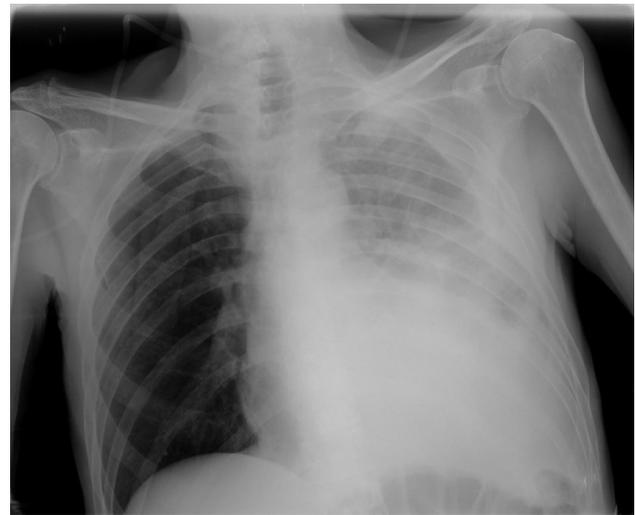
Moderado derrame pleural izquierdo asociado a componente atelectásico. Pequeña consolidación periférica en LID. Radiografía realizada al ingreso del paciente antes de recibir tratamiento y evacuación de líquido.
